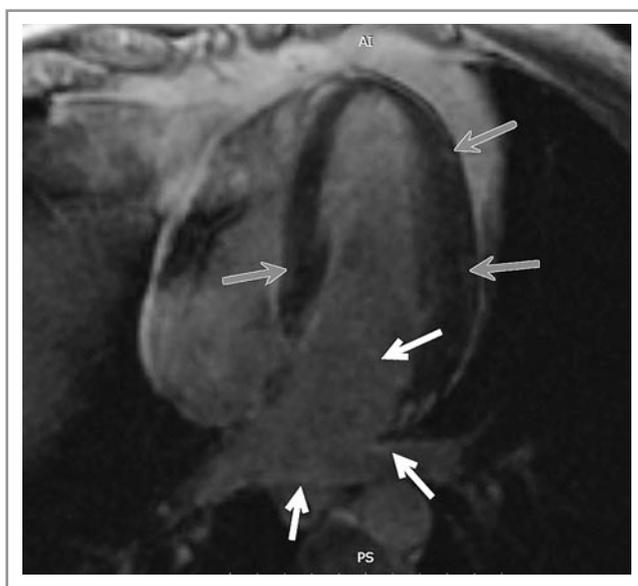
МРТ сердца пациента с НРПС при акромегалии. Серыми стрелками указано диффузно-очаговое накопление контрастного препарата боковой стенкой ЛЖ, белыми стрелками – диффузное накопления контрастного препарата эндокардом левого предсердия и клапанов).
